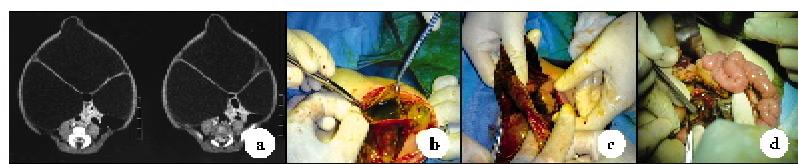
a,病例二CT检查提示腹腔巨大囊性肿物,推挤肝脏、胰腺、双肾,肠管在积液下方;b、c、d,分别表示腹腔可见的3处囊性改变,b为腹腔巨大囊性包块;c为小网膜囊囊肿;d为胰头囊肿
